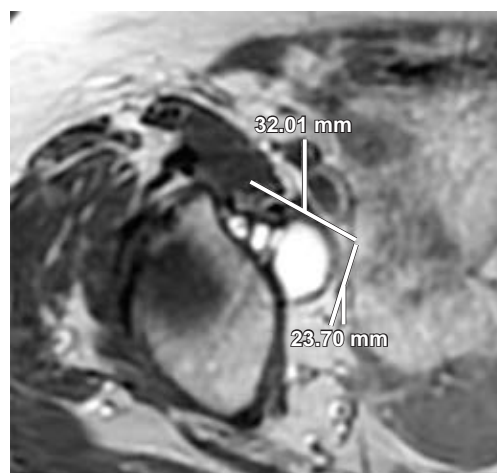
Resonancia magnética de cadera derecha. Axial saturación grasa (PD FAT). Quiste paralabral en la región anterior del labrum acetabular.
